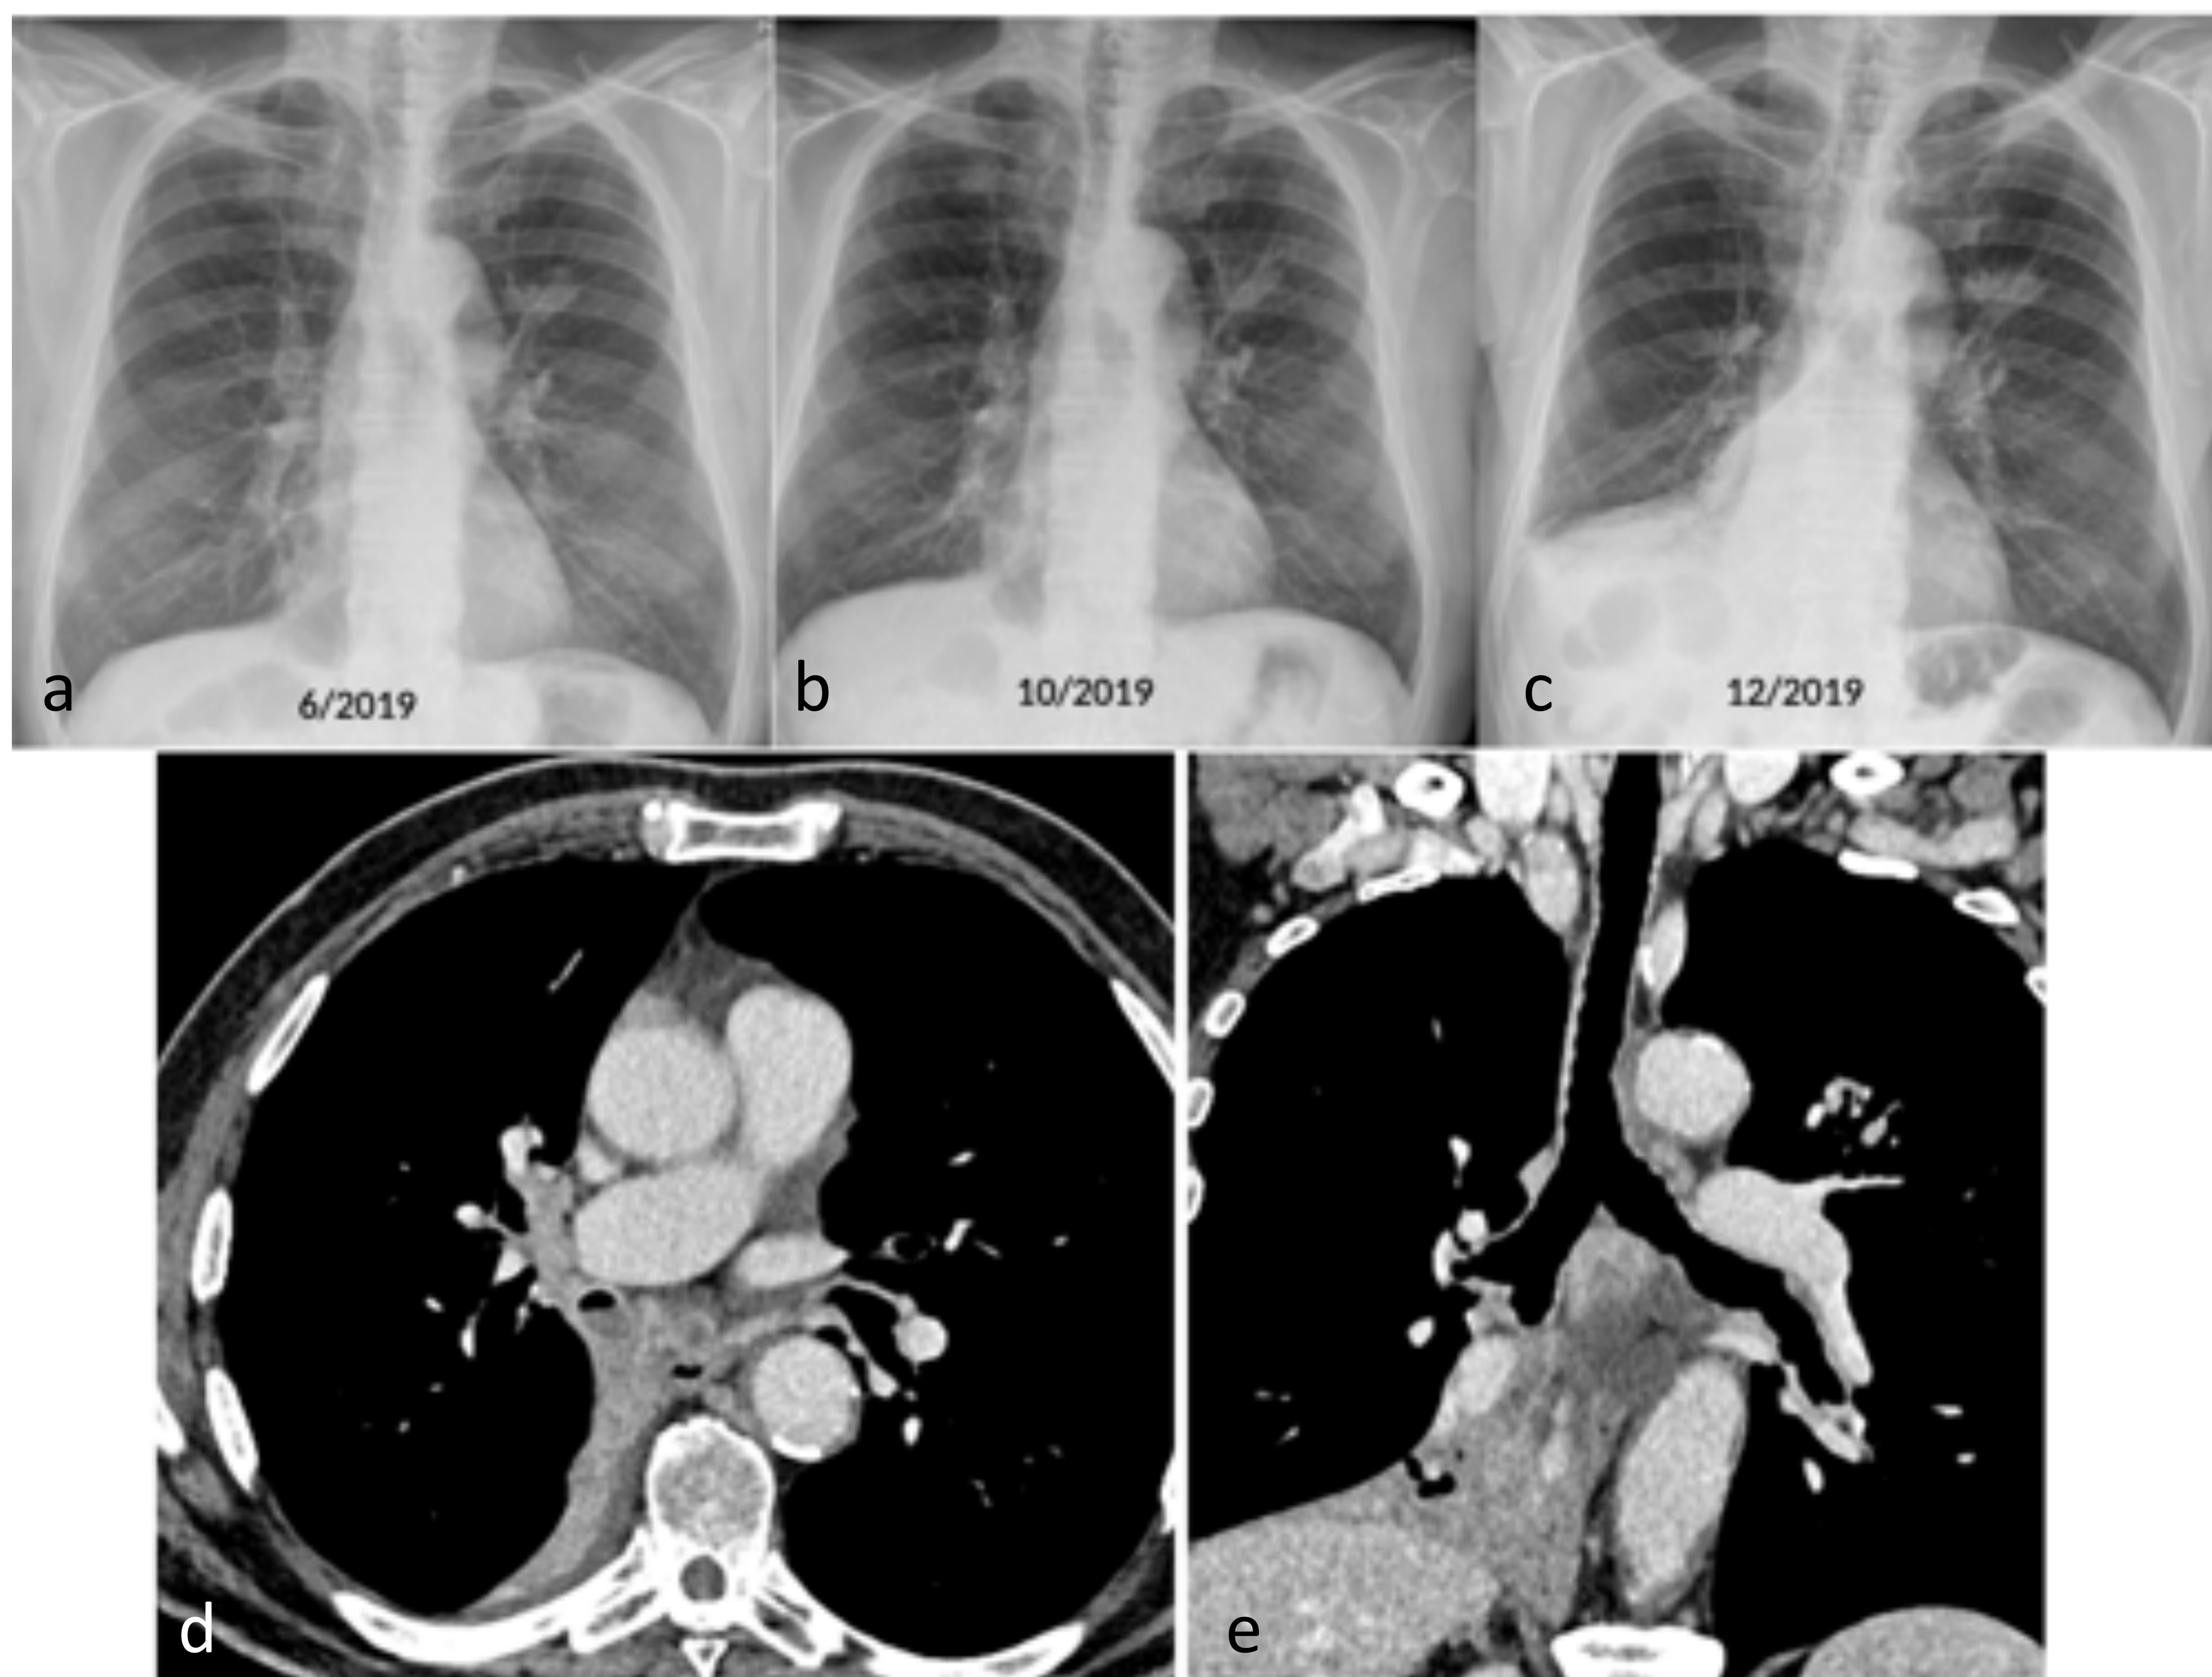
varón de 73 años, fumador. Tos crónica, disnea progresiva, expectoración hemoptoica, valorado en varias ocasiones por esta causa. Atelectasia progresiva en LII y nódulo en LSI con crecimiento a lo largo de los estudios radiológicos (a-c). TC de 12/2019, ventana de partes blandas, cortes axial (d) y coronal (e), con lesión de partes blandas en bronquio intermediario derecho con atelectasia del LID (Anatomía patológica: carcinoma escamoso). El nódulo del LSI, no mostrado en TC, correspondió con un adenocarcinoma de pulmón sincrónico.
